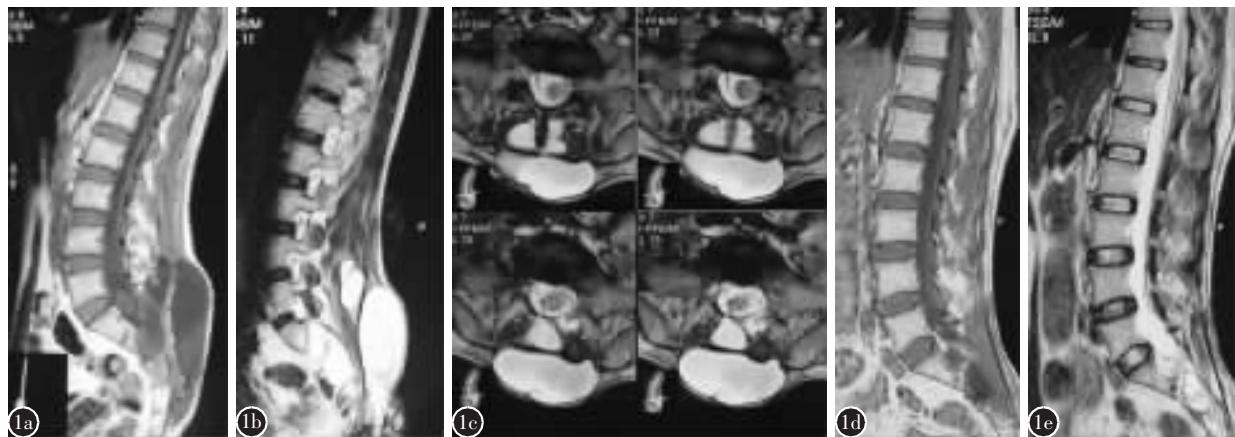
患者男性,36岁,骶管内囊肿切除术后 a,b,c 蛛网膜下腔引流术前MRI矢状面及冠状面扫描示骶后巨大液性包块 d,e 蛛网膜下腔引流术后6周MRI矢状面检查示骶后包块已完全消失
